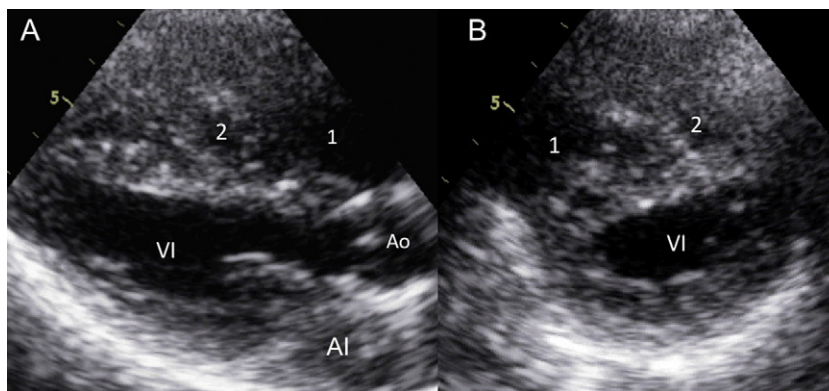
Ecocardiograma transtorácico bidimensional en los planos eje largo (A) y eje corto (B) paraesternal, que muestra 2 cámaras del ventrículo derecho: proximal (1) y distal (2). AI: aurícula izquierda; Ao: aorta; vi: ventrículo izquierdo.
